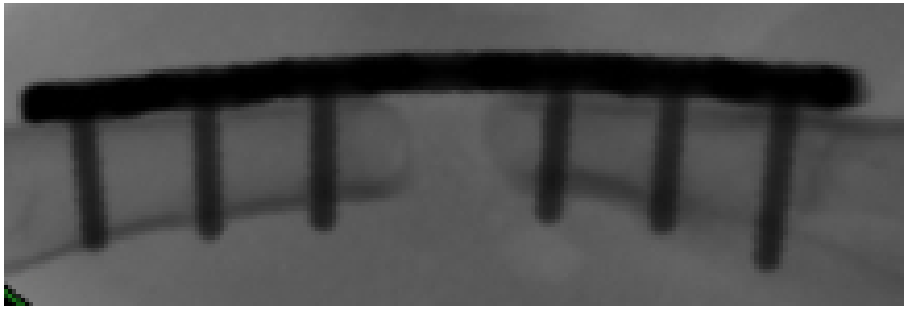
Projektionsradiographisches Röntgen, unbesiedeltes Implantat eine Woche postoperativ: Es ist kein Scaffold darstellbar, an den Schnittkanten der Anastomosen erkennt man, dass das Femur nicht ideal getroffen ist (rechts proximal)
